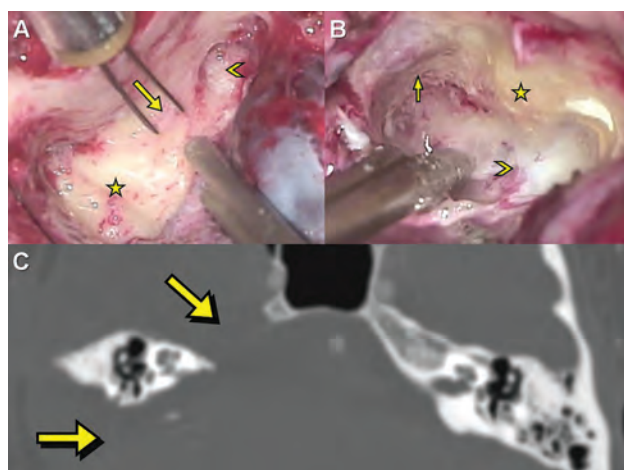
A) Imagen intraoperatoria. Abordaje petroso posterior. La estrella marca el bloque laberíntico. La flecha muestra el canal de Falopio. Y la cabeza de la flecha muestra parte del golfo yugular. B) Imagen intraoperatoria. Abordaje petroso anterior. La flecha marca la arteria carótida interna segmento petroso. La estrella marca la cóclea. La cabeza de la flecha marca la duramadre del borde medial del conducto auditivo interno. C) Imagen de tomografía, corte axial en ventana ósea. Se observa la vía de trabajo generada por la combinación de los abordajes.
